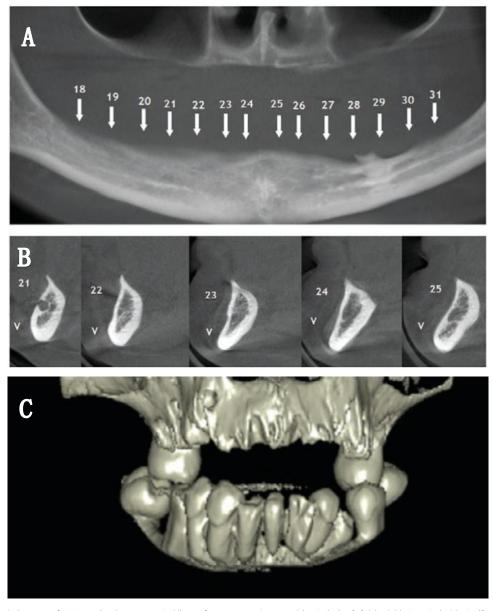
全景 X 光片(A)和锥形束 CT(B和C)是手术规划所需的主要术前影像
